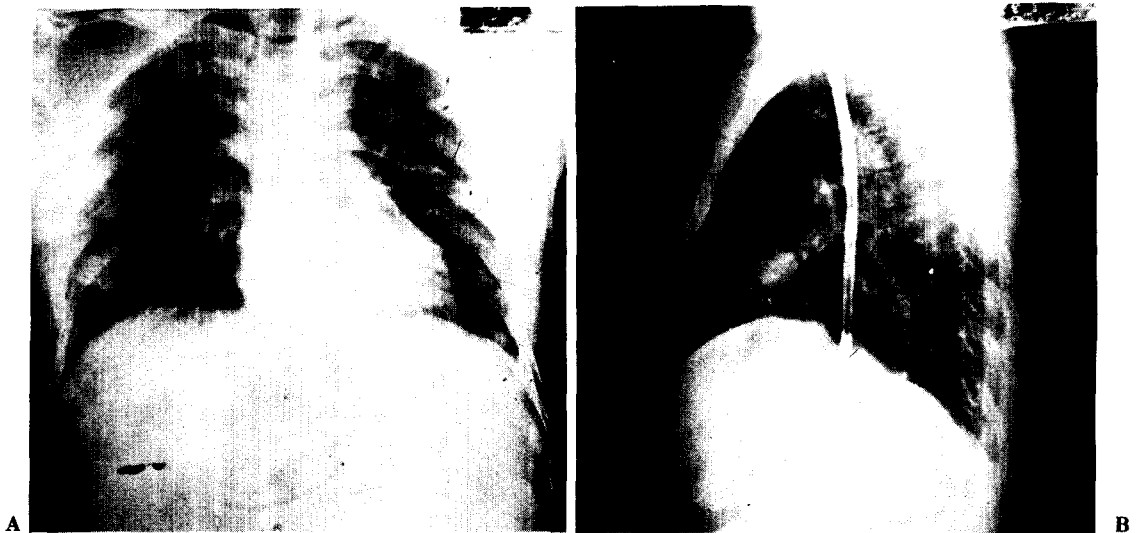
(A) Posteroanterior and (B) lateral chest roentgenograms of a 36-year-old man with coin lesion of the right middle lobe.
